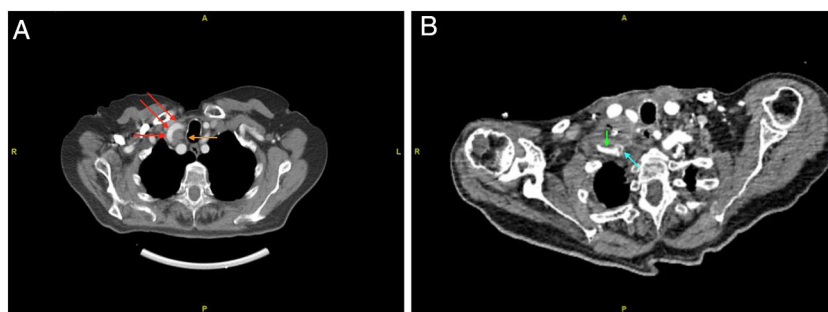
TAC cervical preoperatorio (A) y postoperatorio tras ser reconstruida la lesión (B). Flecha roja: trayecto carotídeo; flecha naranja: adenopatía; flecha azul: prótesis PTFe; flecha verde: arteria subclavia permeable distal al by-pass.
